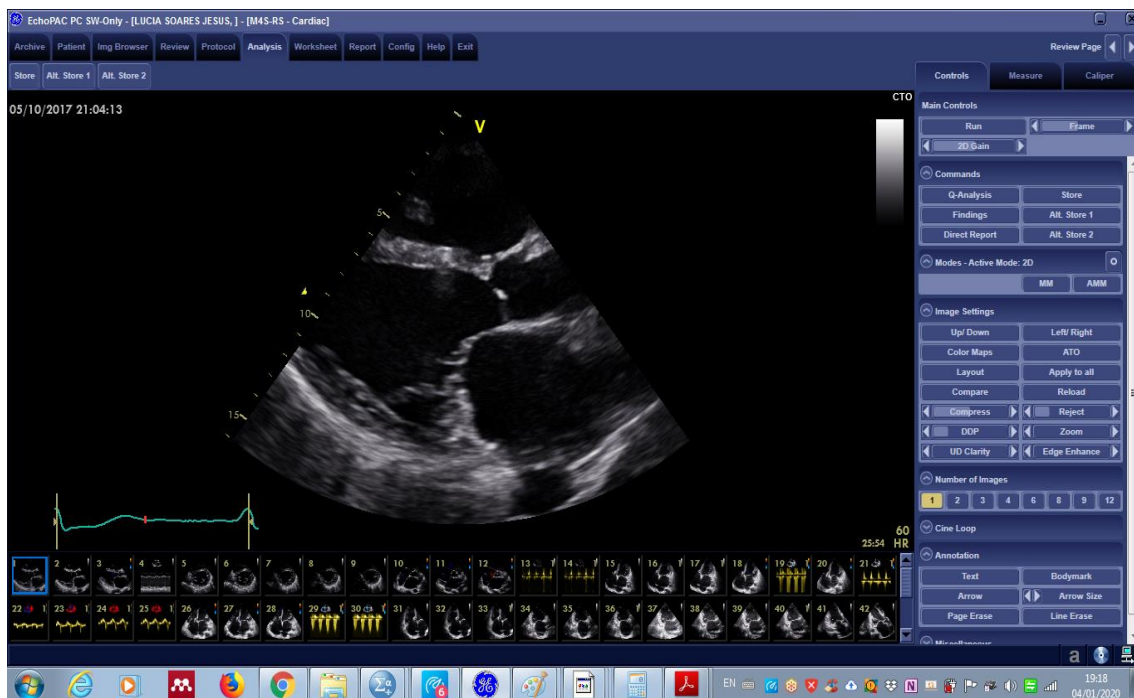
Imagens colhidas pelo próprio autor (2ª fase), através de um equipamento de ecocardiograma com sistema de ultrassom Vivid Q, marca GE Healthcare (visualizada nesta figura através do software Echopac®).
